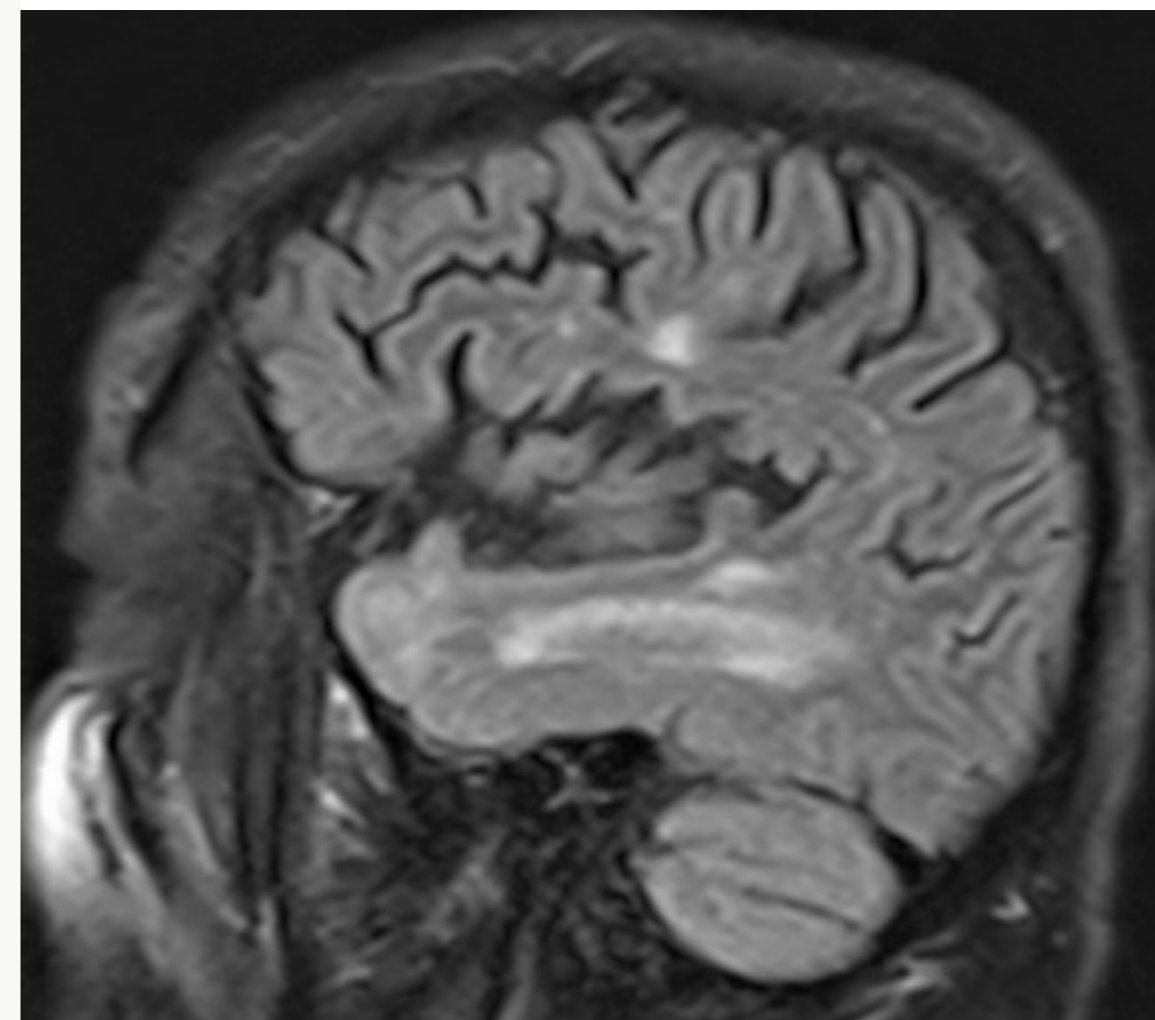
RM cerebral secuencia T1. Corte axial. Afectación isquémica de lóbulo temporal anterior típica del CADASIL.
